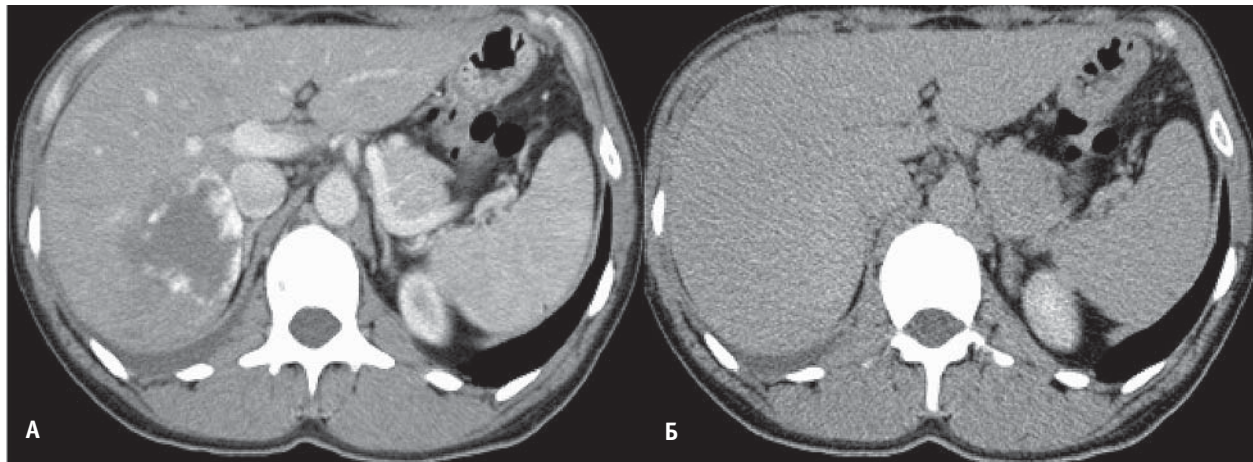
КТ скани печінки в артеріальну (А) та відтерміновану (Б) фази
